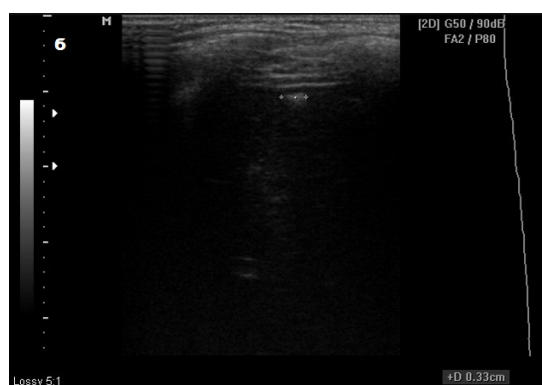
УЗИ селезенки ребенка А. 10 лет. Диагноз: завершённый ПТК левого легкого. а – при первичном осмотре отмечалось увеличение размеров и повышение эхогенности паренхимы селезенки; расширение, деформация и уплотнение стенок селезеночной вены. б, в – тот же ребенок, исследование спустя 4 месяца. Определялось повышение эхогенности паренхимы селезенки, уплотнение стенок селезеночной вены, множественные кальцинаты селезенки размерами до 4 мм.
